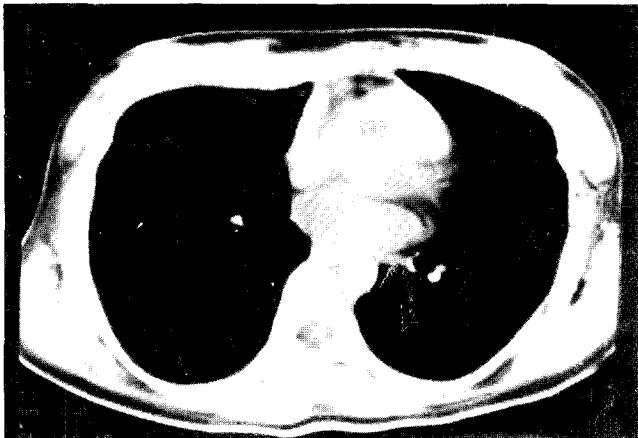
Postoperative chest CT in adulthood patient reveals normalized chest wall.
